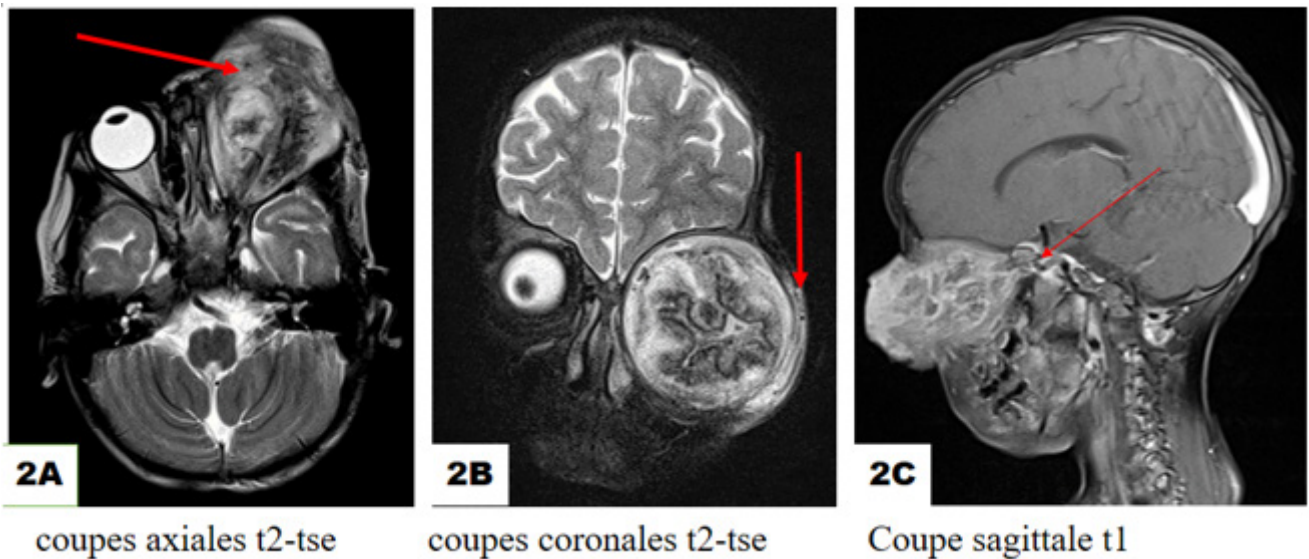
IRM cérébral montrant une volumineuse masse oculaire intra et extra orbitaire
